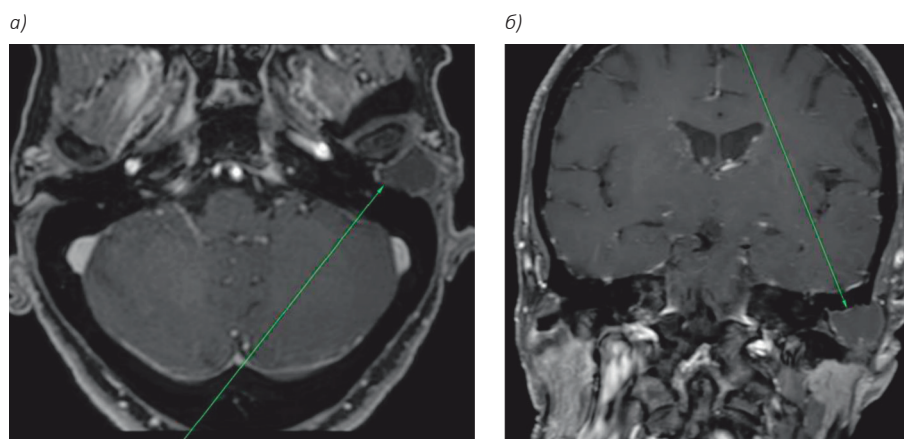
МРТ височных костей с контрастом. Новообразование указано стрелками: а – аксиальная проекция; б – коронарная проекция
